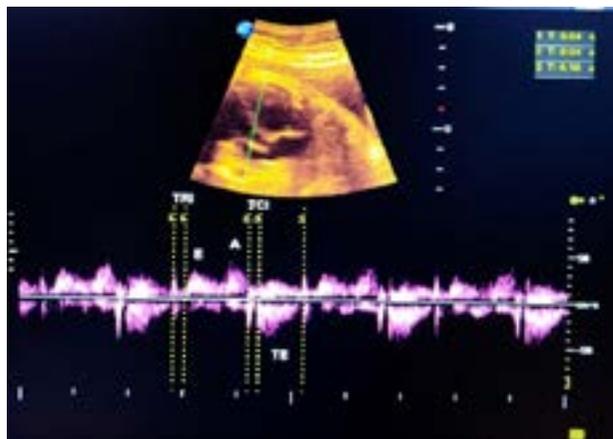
Índice de rendimiento miocárdico (IRM-Mod) medido en el ventrículo izquierdo.
